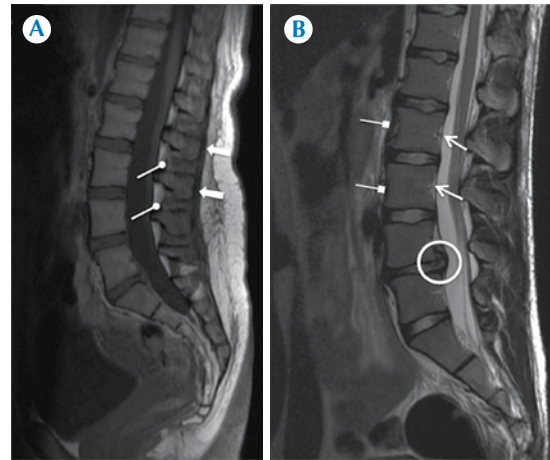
A) Resonancia magnética, plano sagital, potenciada en T1: ligamento interespino (flechas con puntas redondas) y supraespino (flechas). B) Resonancia magnética, plano sagital, potenciada en T2: ligamento longitudinal anterior (flechas con puntas cuadradas) de difícil identificación porque se encuentra adosado al margen anterior de vertebras y discos intervertebrales; ligamento longitudinal posterior (flechas) menos adherido al margen vertebral posterior y más fácil de ver. Señalado por el círculo se observa migración caudal del disco intersomático en L4-L5 que desplaza al saco dural y al ligamento longitudinal posterior a este nivel.
